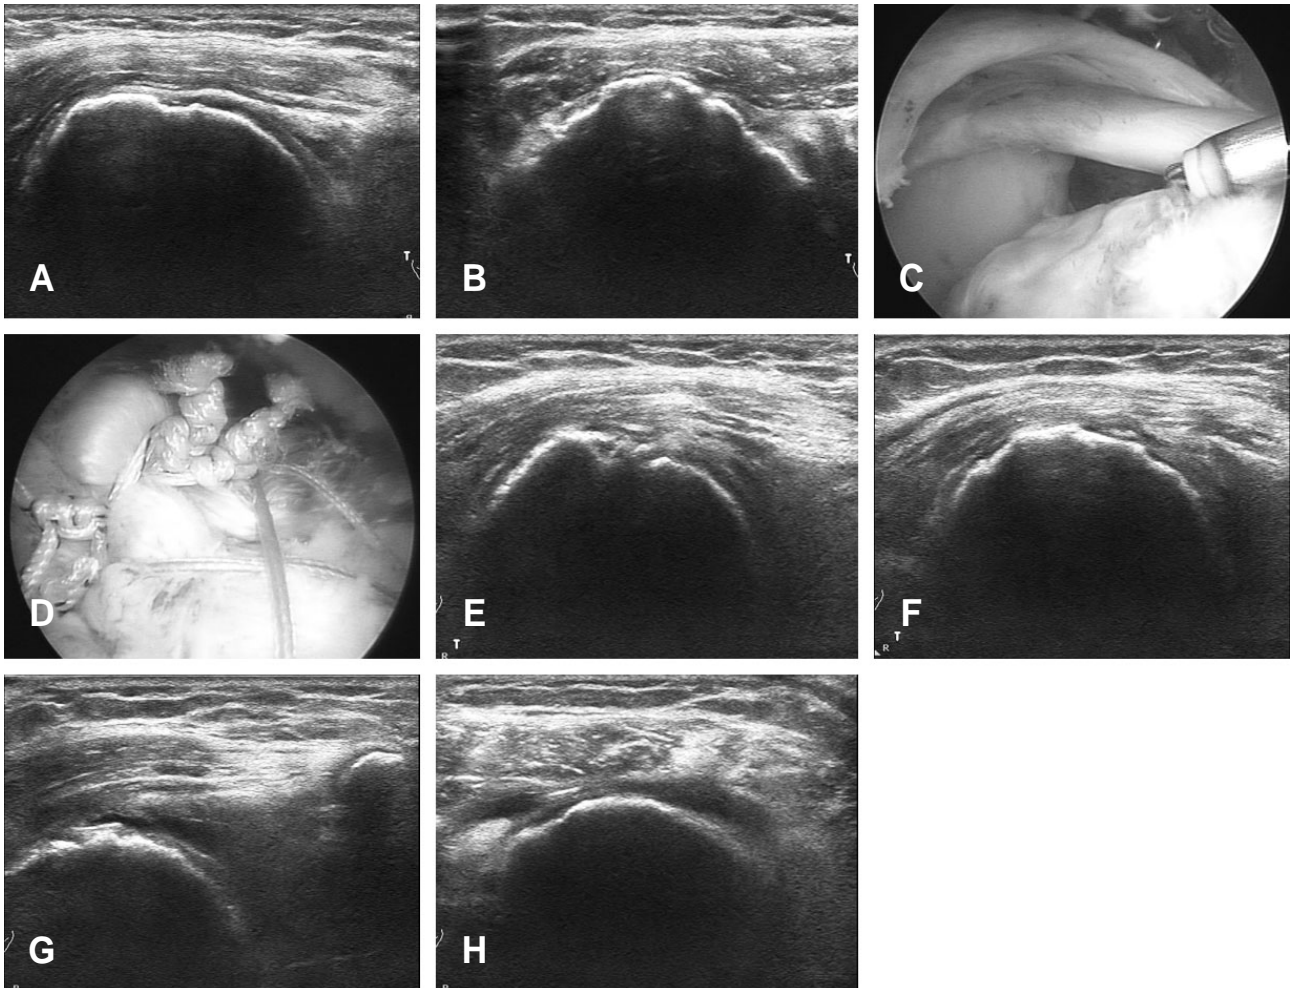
(A-B) Pre-operative ultrasonography shows a large sized right rotator cuff tear with retraction and moderate subacromial and subdeltoid bursitis. (C-D) Arthroscopy shows a crescent type, 3x4 cm rotator cuff tear repaired with the DPSB technique. (E-F) Ultrasonography performed two weeks postoperatively shows the intact cuff with an increased thickness and rough bursal surface. (G-H) Ultrasonography performed three months postoperatively shows a re-tear with retraction.
